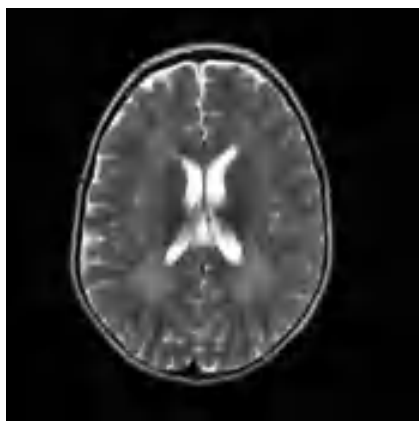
Zespół delecji 18q(-). RM mózgu charakteryzuje się słabym zróżnicowaniem sygnału kory i istoty białej z nieostro odgraniczonymi ogniskami o różnej intensywności sygnału, niekiedy „jakby rozmytymi” w sekwencjach T2-zależnych, FLAIR oraz T1-zależnych.
